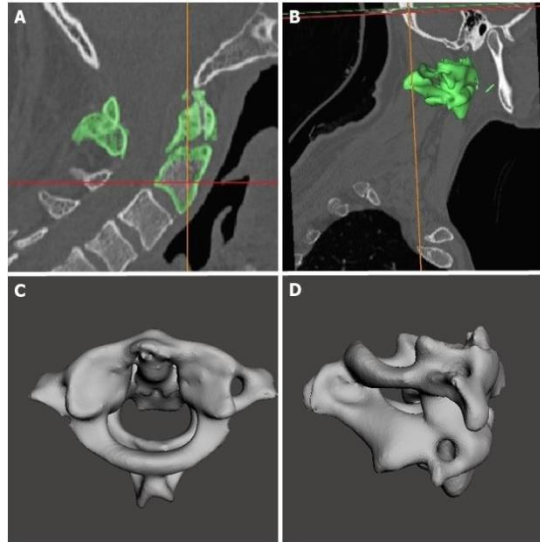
Tip II odontoid kırığı preoperatif aksiyel (A) ve koronal (B) BT görüntüsü
